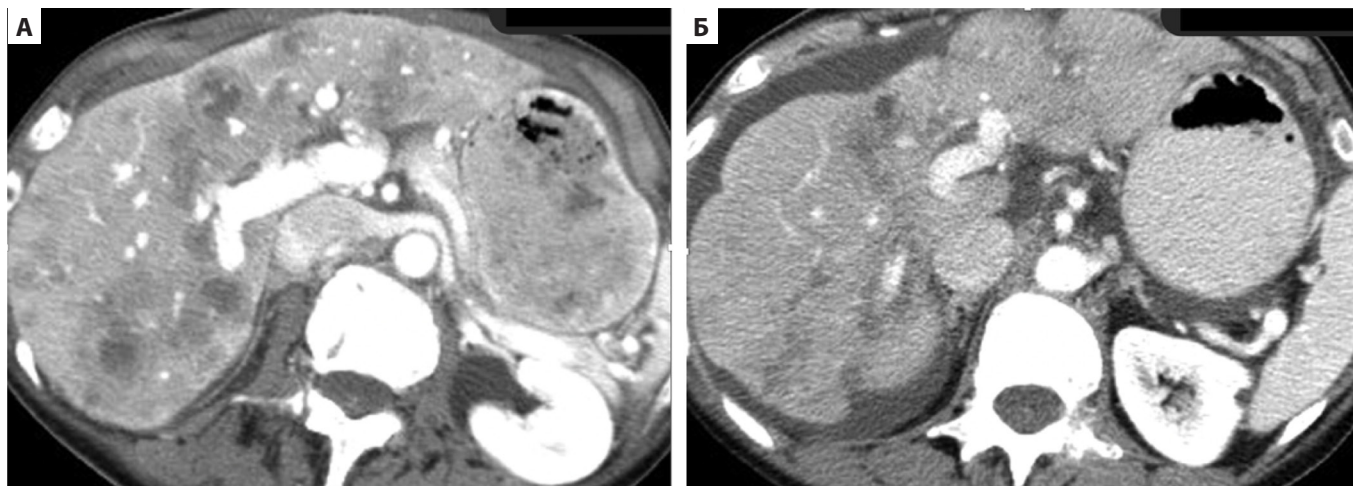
Псевдоцирроз, вызванный химиотерапией, у пациентки с метастатическим раком молочной железы через 2 месяца после начала терапии. На аксиальных изображениях с контрастным усилением, полученных при первичной КТ (А) и контрольной КТ (Б), видно, что за это время развилась мультифокальная капсулярная ретракция с признаками псевдоцирроза [7]
